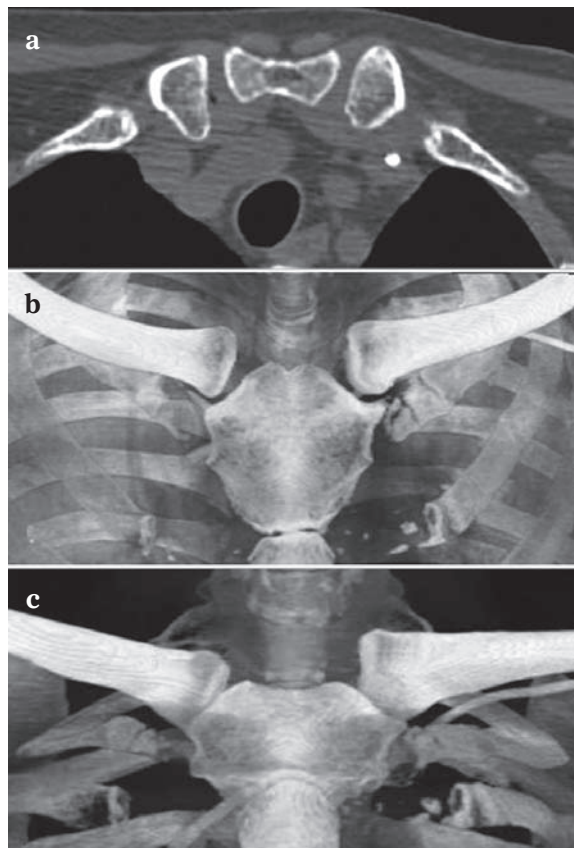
Luxation sternoclaviculaire postérieure droite en coupe axiale TDM et reconstruction VRT.
